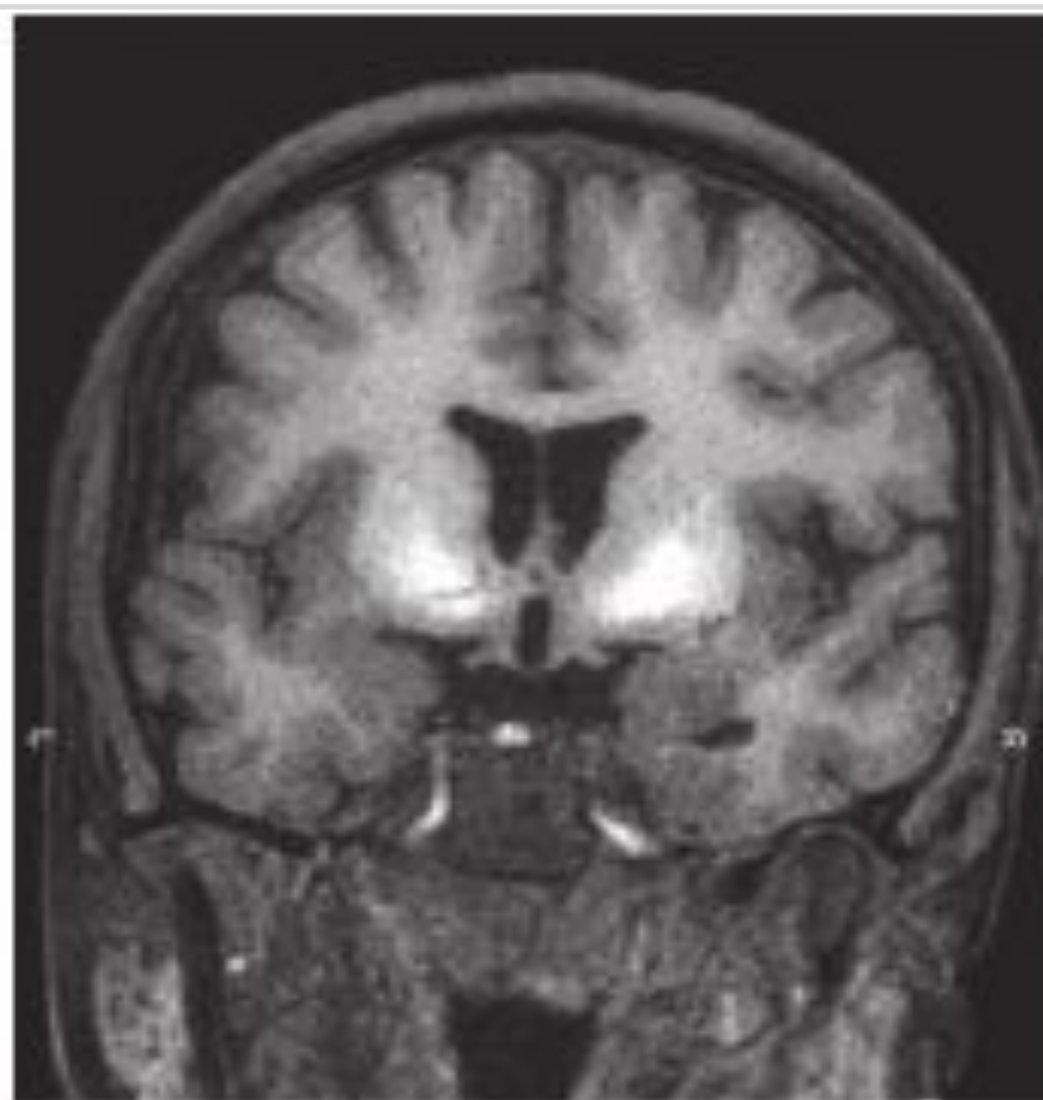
Участки гиперинтенсивного МР-сигнала — отложения марганца в проекции бледных шаров. МРТ головного мозга. Корональная плоскость. Пациентка Ш., 21 год. В анамнезе — употребление амфетаминов
